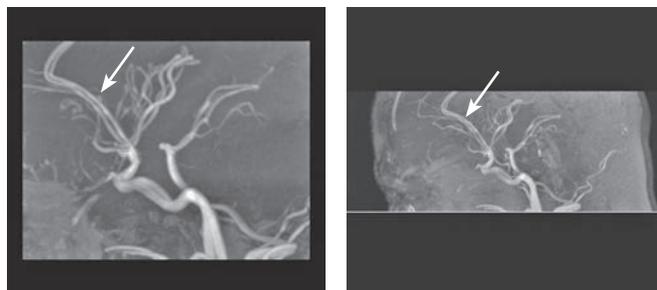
МРТ-АГ сосудов головного мозга в боковой проекции. Передние мозговые артерии смещены опухолью кзади (стрелка).
